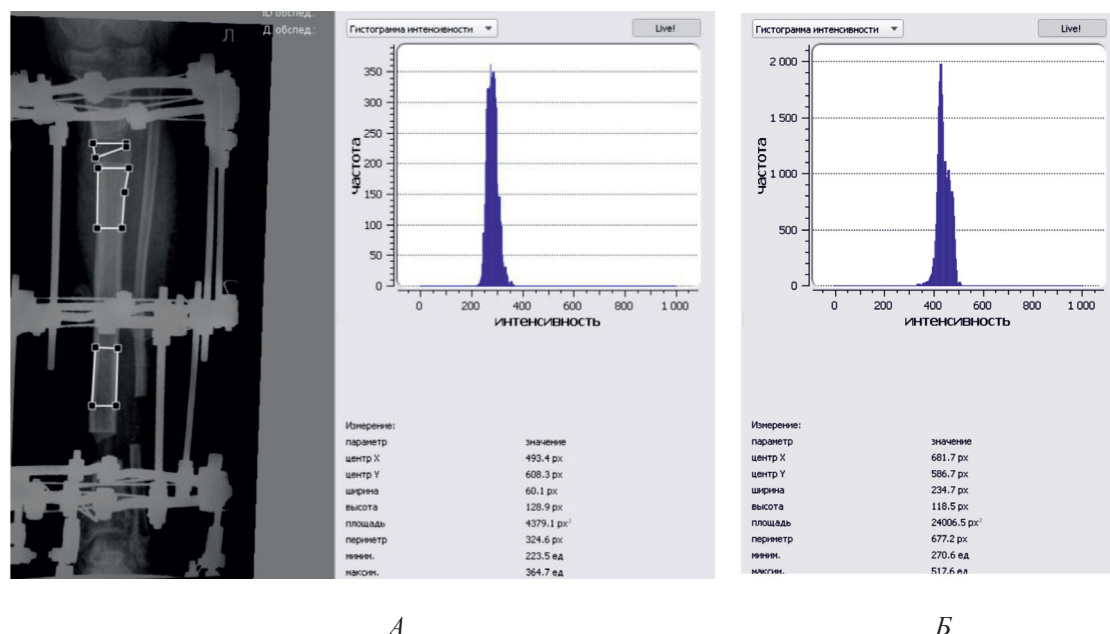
Рентгенограмма костей голени пациента с ахондроплазией через две недели после операции и гистограмма оптической плотности участка изображения, соответствующего: А – проксимальному уровню удлинения и Б – среднему костному фрагменту
